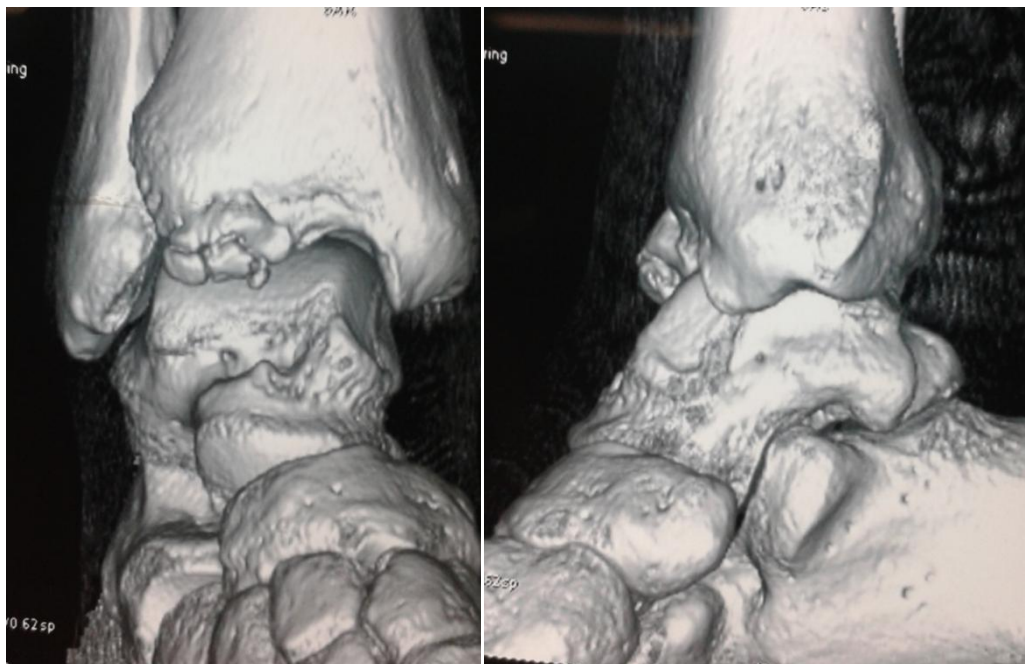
TDM de la cheville droite en coupes sagittales objectivant des ostéophytes tibio- talien antérieurs (Patient n°5).
